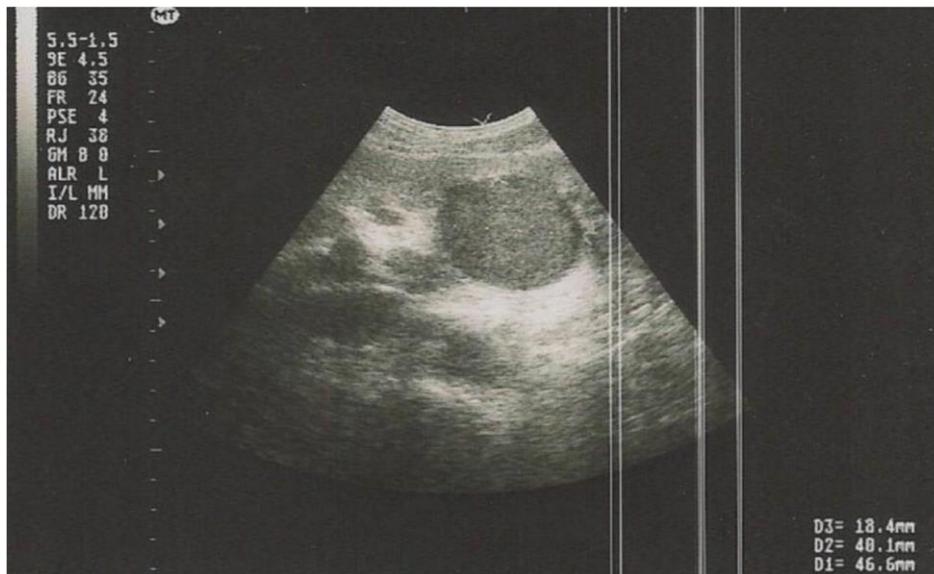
Image échographique montrant un abcès du foie segment III
